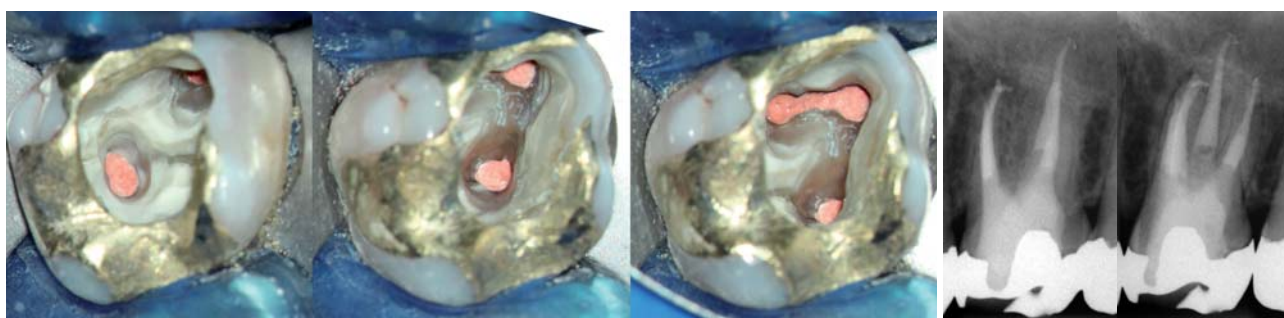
Backfill. – Abb. 18: Röntgenkontrolle fertige WF.
